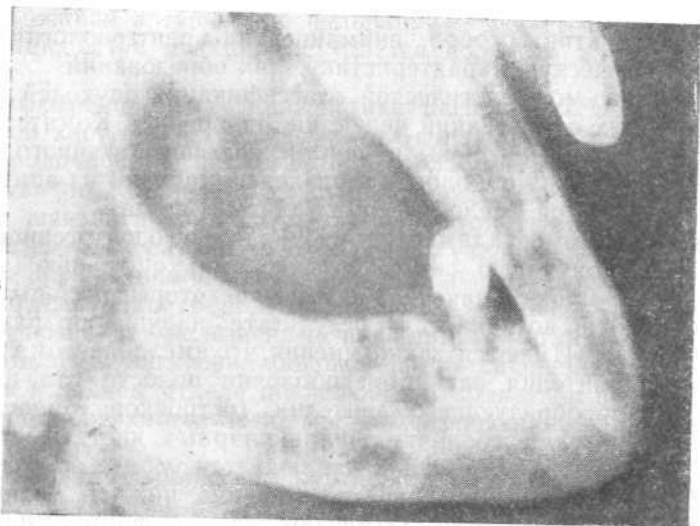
Рентгенологическая картина мелкоячеистого типа амелобластомы (адамантиномы) нижней челюсти.
